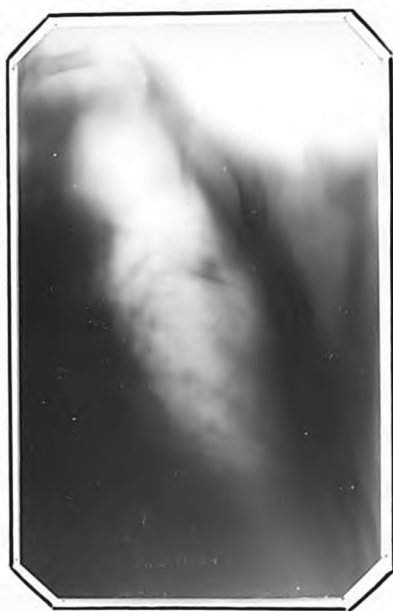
Томограмма левого легкого г.С., от 21.1X.1961 г. (срез 11). На месте каверны-рубец и обызвестленный очаг.
